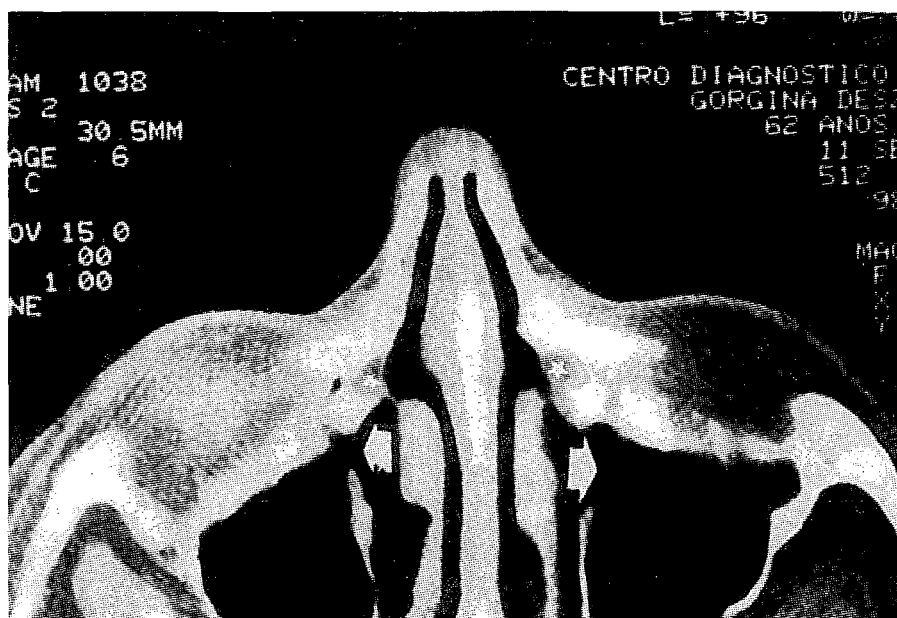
Tomografia computadorizada. Mostra incidência axial de paciente submetida a esta variante da dacriocistorrinostomia intranasal. Flechas mostram abertura anterior do seio maxilar e as estrelas, a fossa lacrimal.
